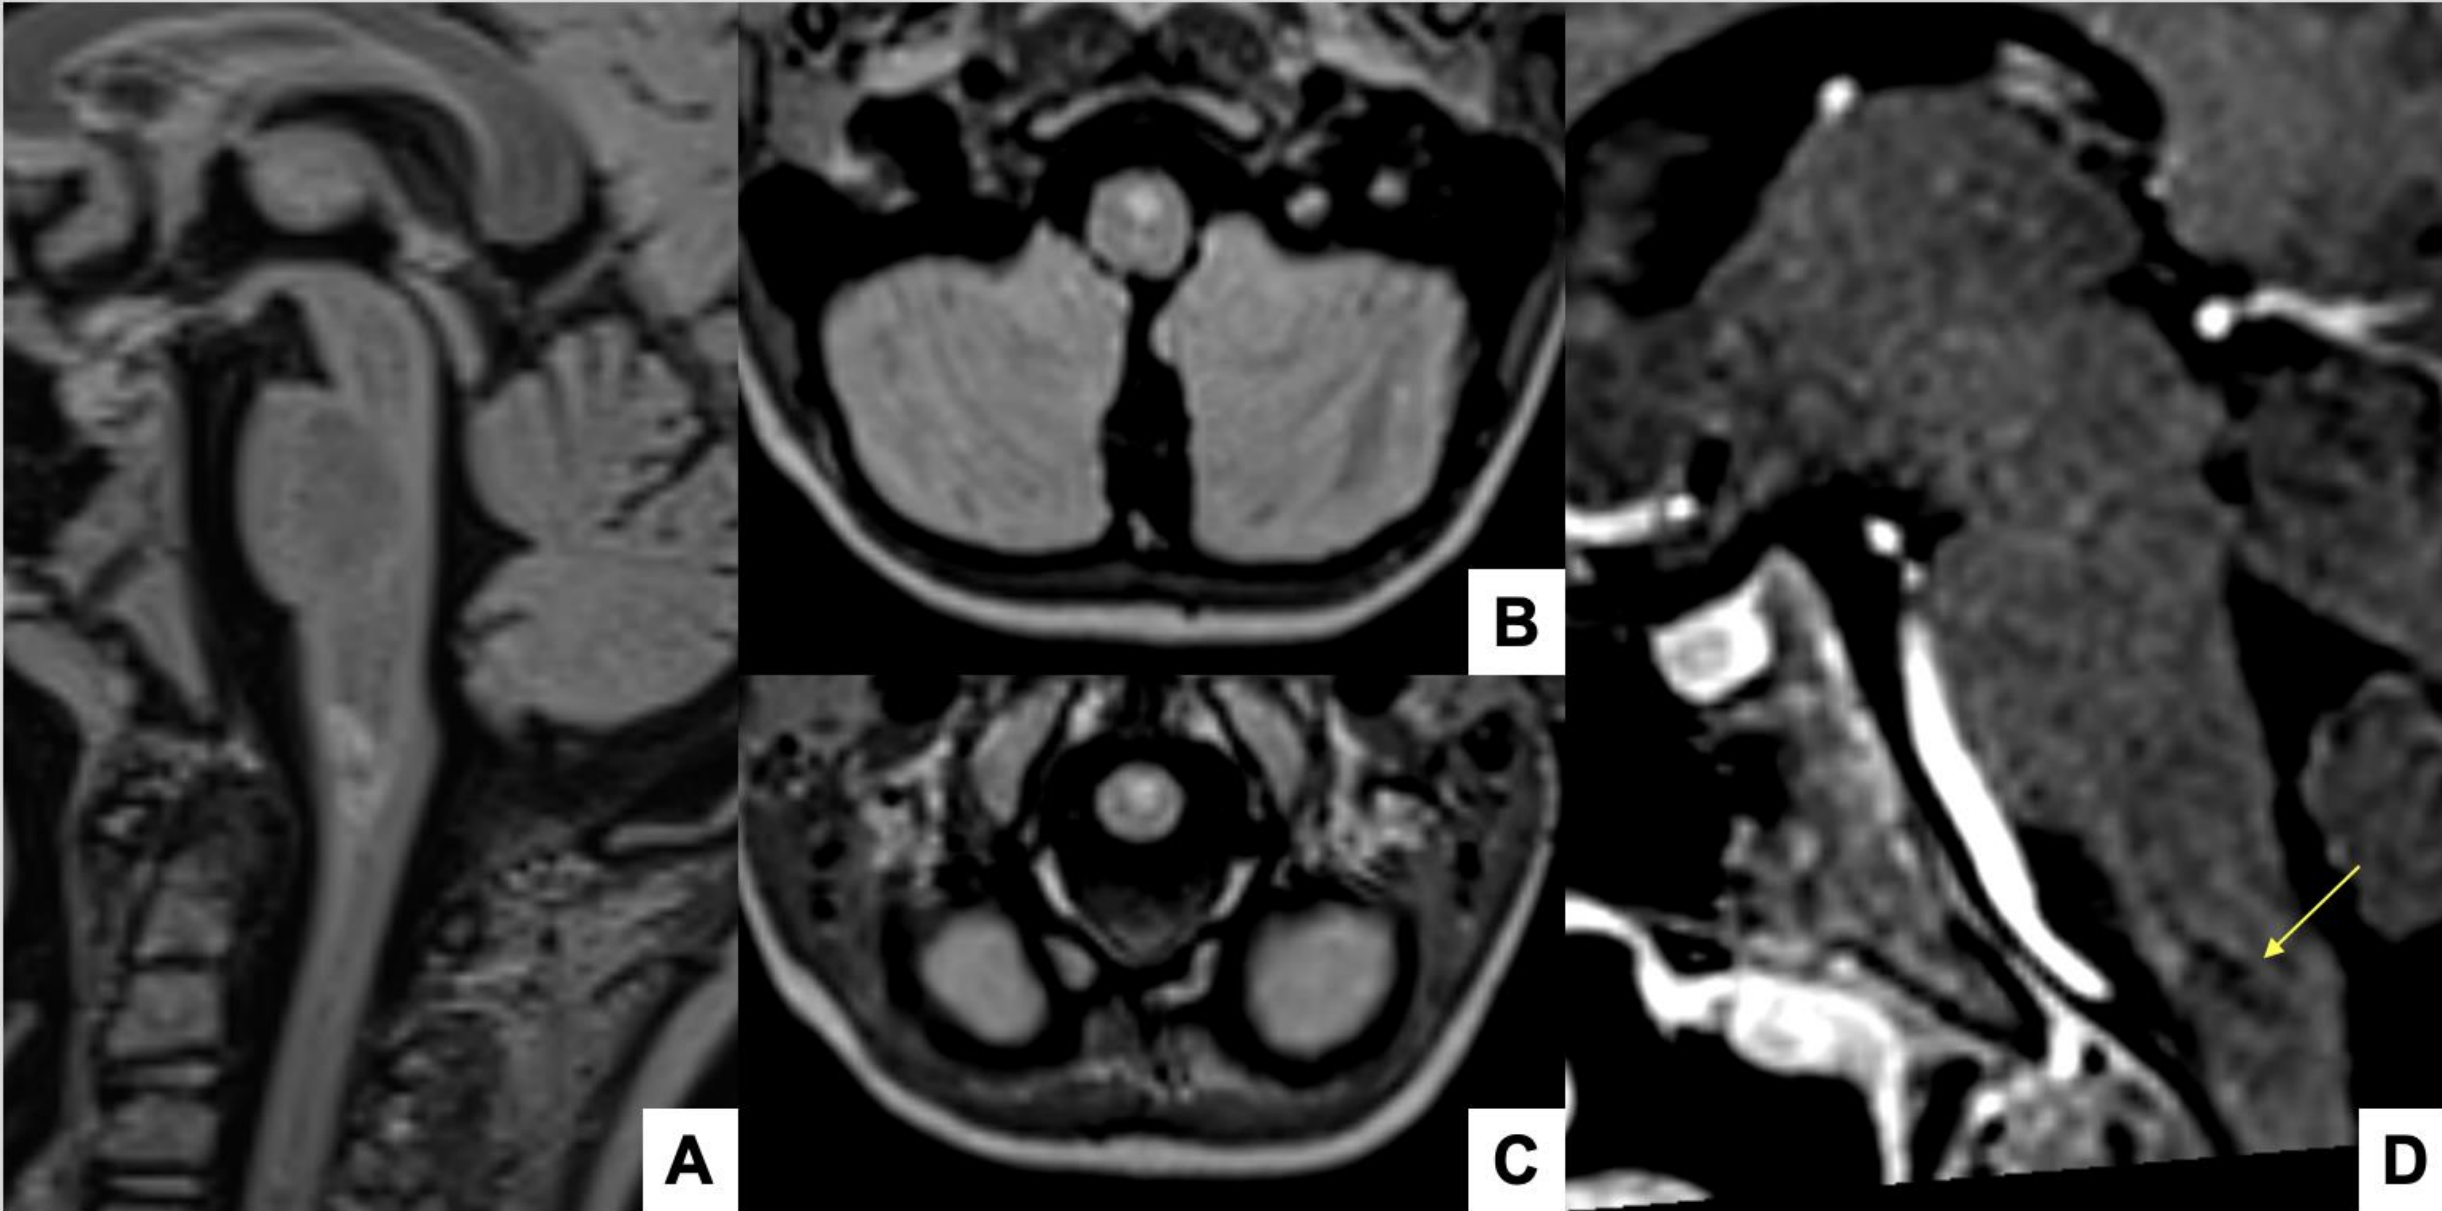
RM COLUMNA CERVICAL. T2WI-FLAIR sagital y axial. T1WI fat-sat con contraste sagital. Mismo paciente que figura 12. Hiperintensidad en bulbo y columna cervical proximal (A, B, C) sin realce de contraste (D)(Flecha amarilla).
